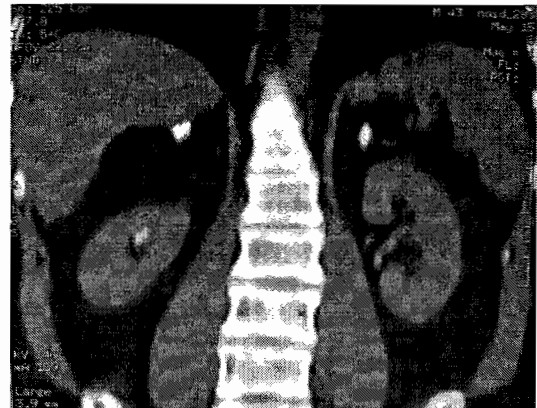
TDM abdominale : masse surrénalienne droite de densité graisseuse et calcifications surrénaliennes bilatérales.
